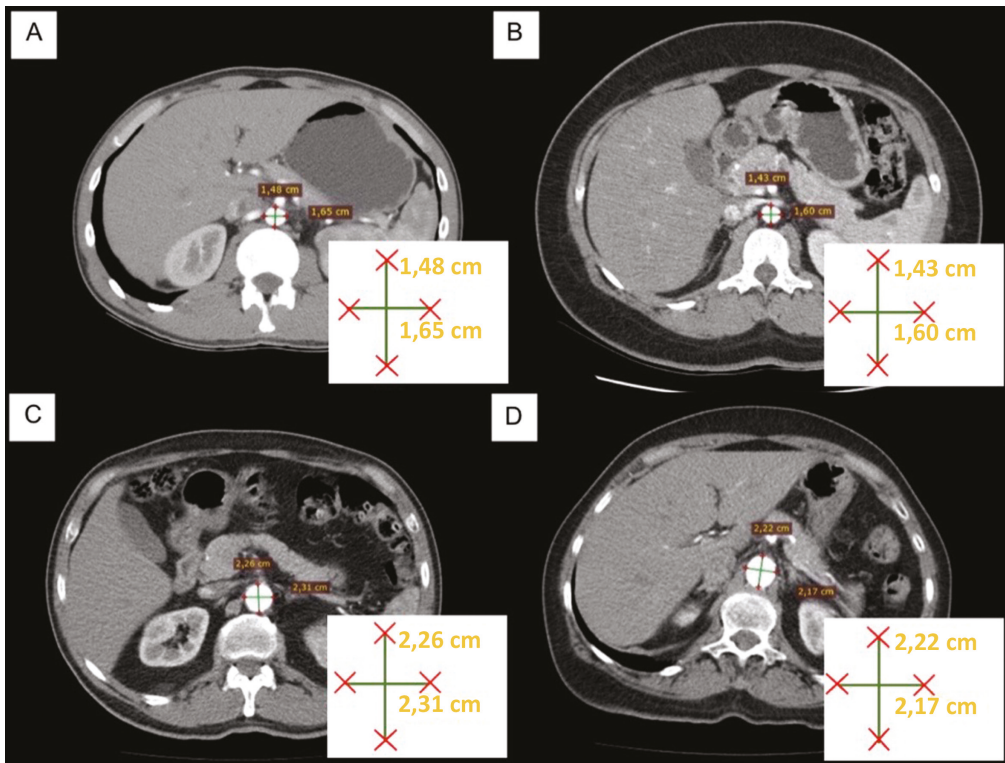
Tomografia computadorizada contrastada de abdômen em corte transversal, comparando as medidas dos diâmetros da aorta abdominal proximal à artéria renal mais alta em pacientes de ambos os sexos e diferentes faixas etárias. (A) paciente do sexo masculino na faixa etária entre 20 e 30 anos; (B) paciente do sexo feminino na faixa etária entre 20 e 30 anos; (C) paciente do sexo masculino na faixa etária entre 60 e 70 anos; (D) paciente do sexo feminino na faixa etária entre 60 e 70 anos.
